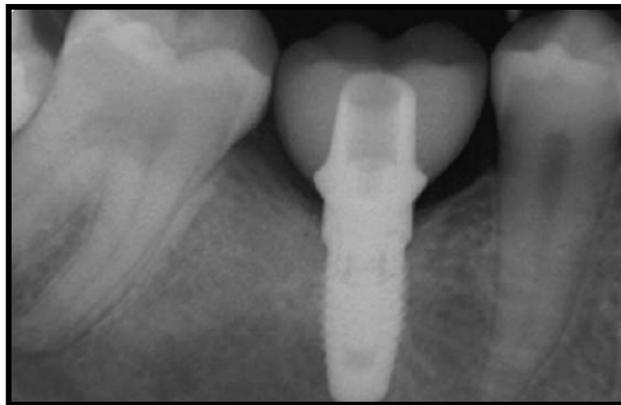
Radiografía 12 meses después de la colocación del implante
